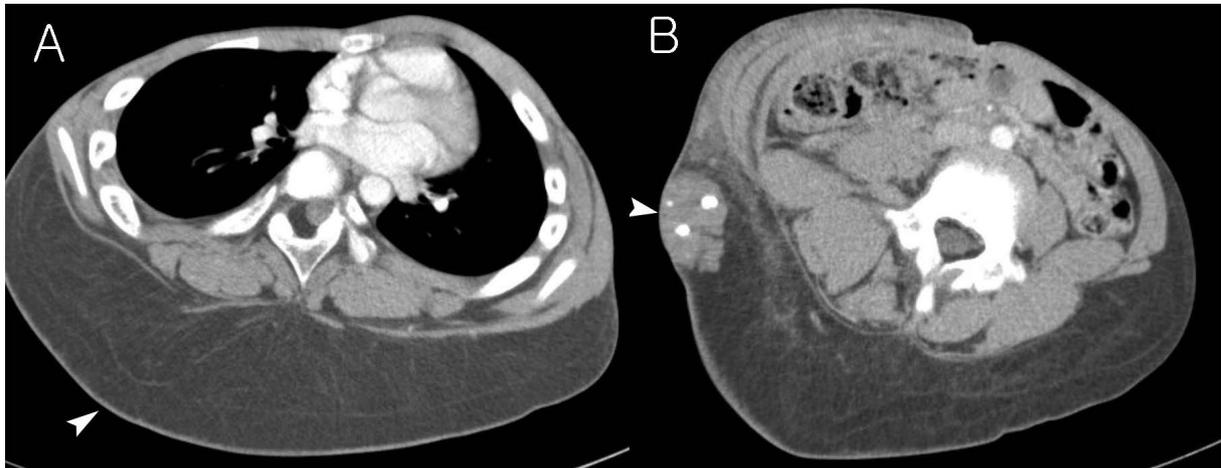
CT of chest (A) shows a broad lipoma (arrow head) covering entire posterior trunk. CT of abdomen (B) shows enhanced vascularity inside of hemangioma (arrow head) at right lower abdomen according to localized area of nevus of the skin.
